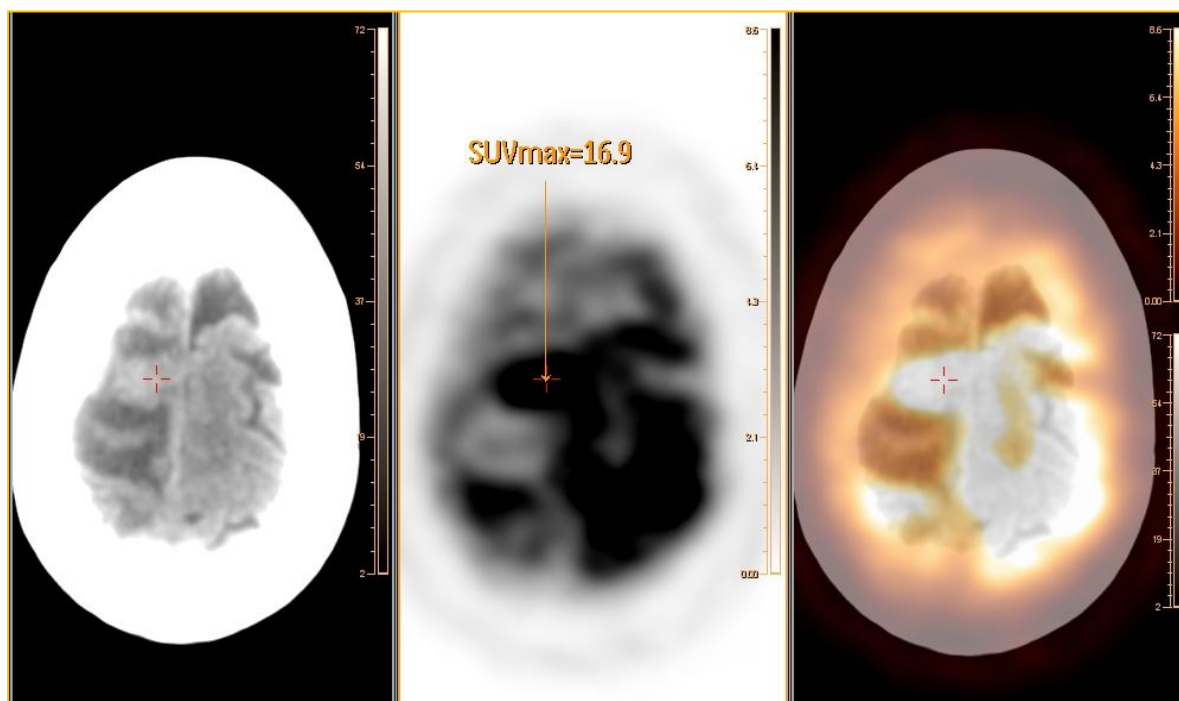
Visualização do mesmo corte axial CT, PET e fusão PET-CT na aplicação “Fusion Viewer” da Philips, onde foi medido um SUVmax=16,9.
